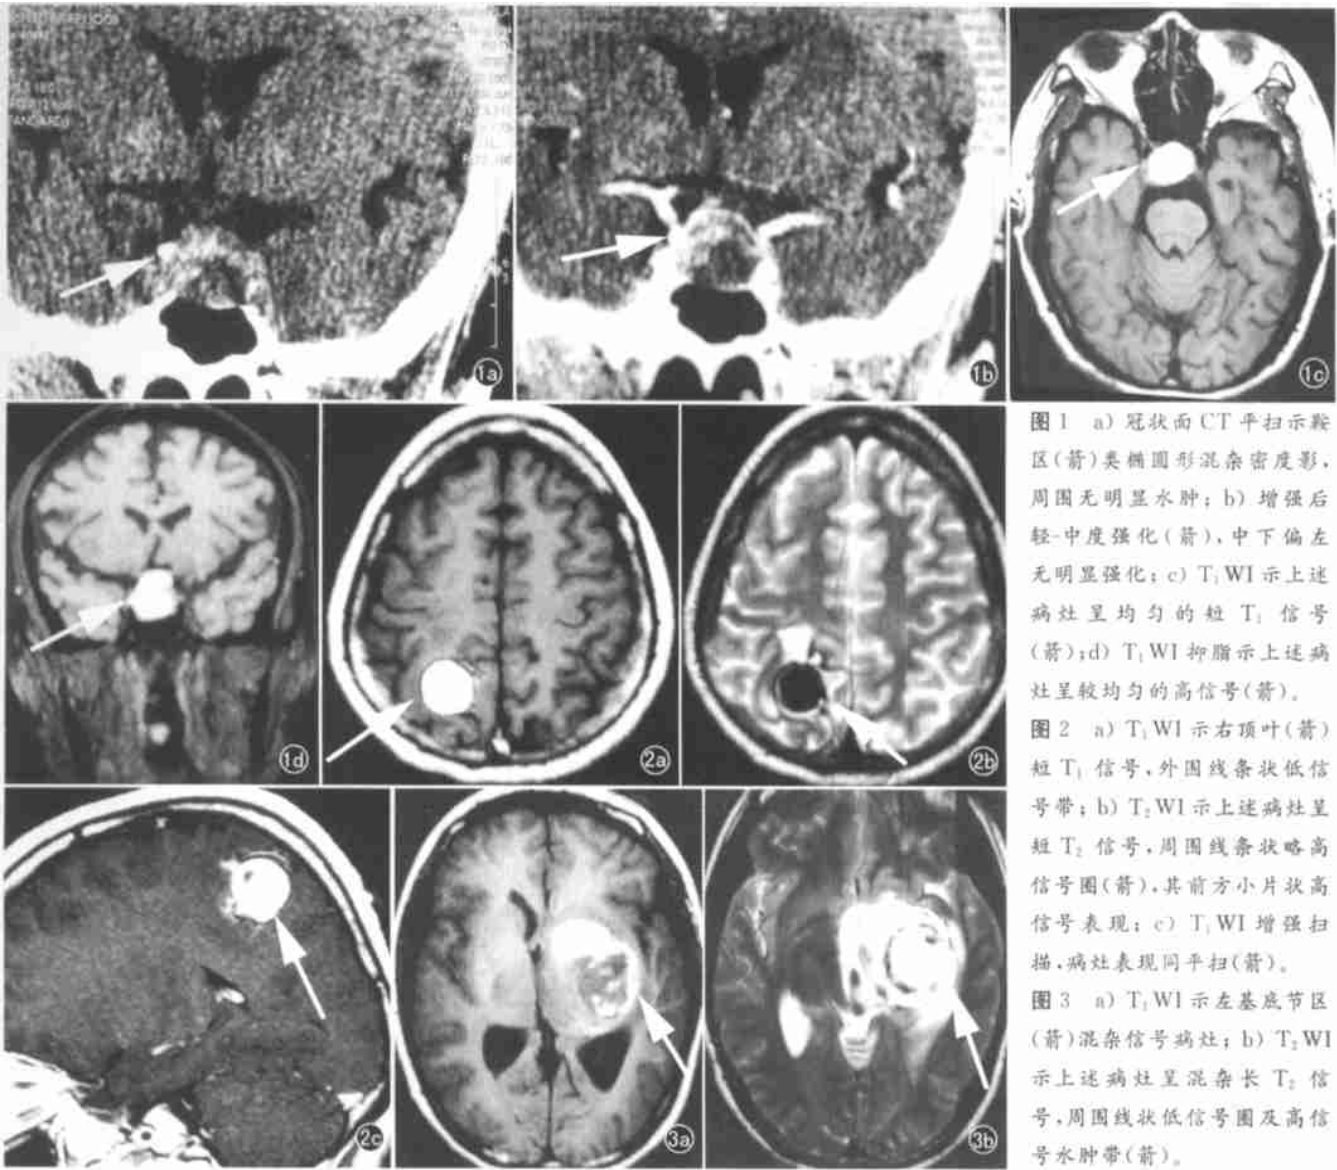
a) 冠状面 CT 平扫示鞍区(箭)类椭圆形混杂密度影, 周围无明显水肿; b) 增强后轻-中度强化(箭), 中下偏左无明显强化; c) T_1 WI 示上述病灶呈均匀的短 T_1 信号(箭); d) T_1 WI 抑脂示上述病灶呈较均匀的高信号(箭)。
